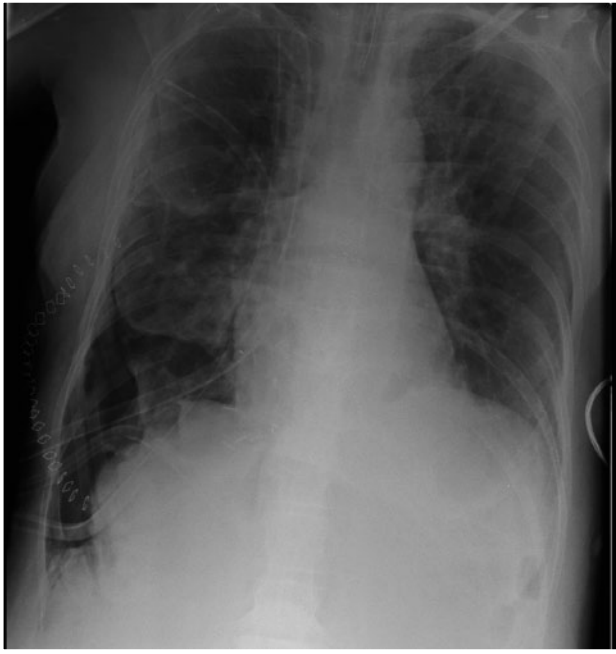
Postoperative Röntgenübersicht im Liegen (Bettaufnahme) (Tag 1): Vollständige Resektion des Tumors, die Lunge ist noch nicht vollständig ausgedehnt, 3 Drainagen in situ.
